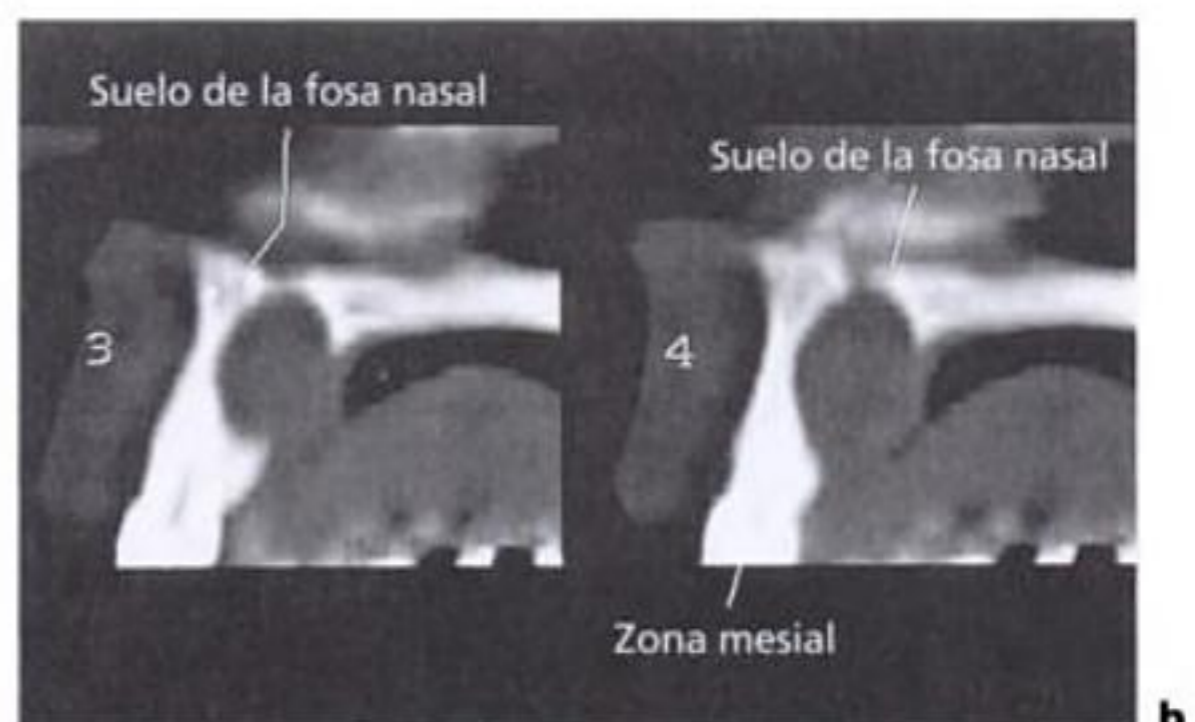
Quiste nasopalatino: a) radiografía panorámica; b) tomografía computarizada.
